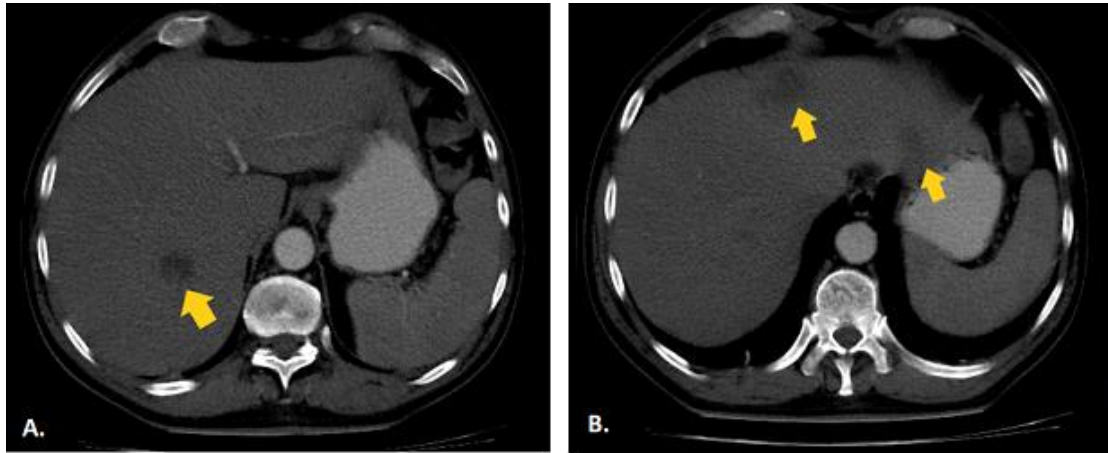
TC de abdomen contrastado. Imagen A lesión hipodensa del segmento hepático VII (flecha amarilla). Imagen B lesiones hipodensas segmentos hepáticos IVa y III (flechas amarillas).
